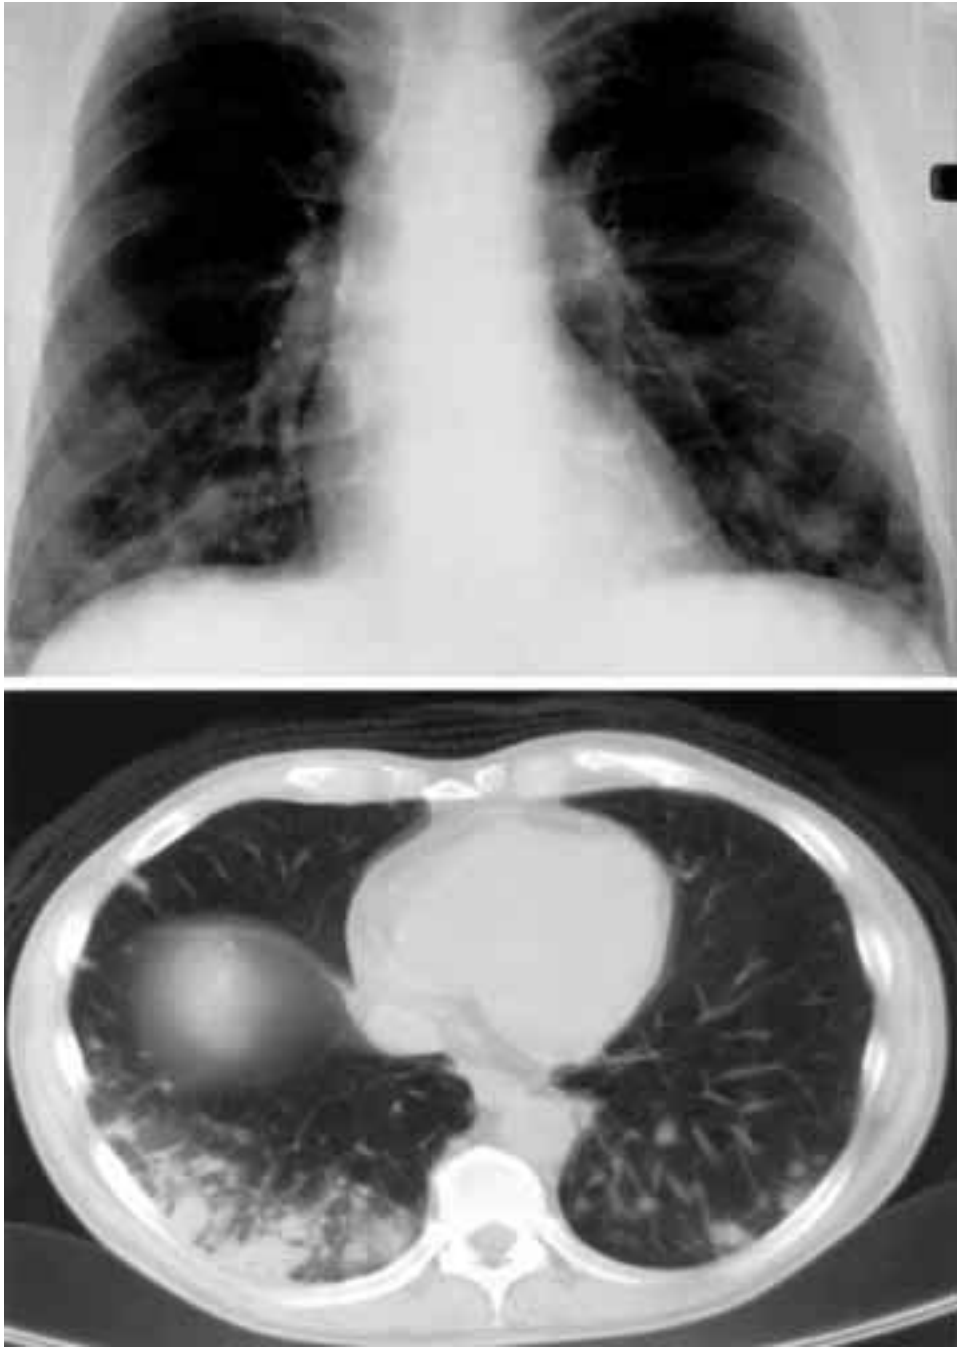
Radiografia (*in alto*) e TC (*in basso*) del torace in cui sono visibili multipli noduli polmonari a livello basale bilaterale, di misura superiore a 1,5 cm.
